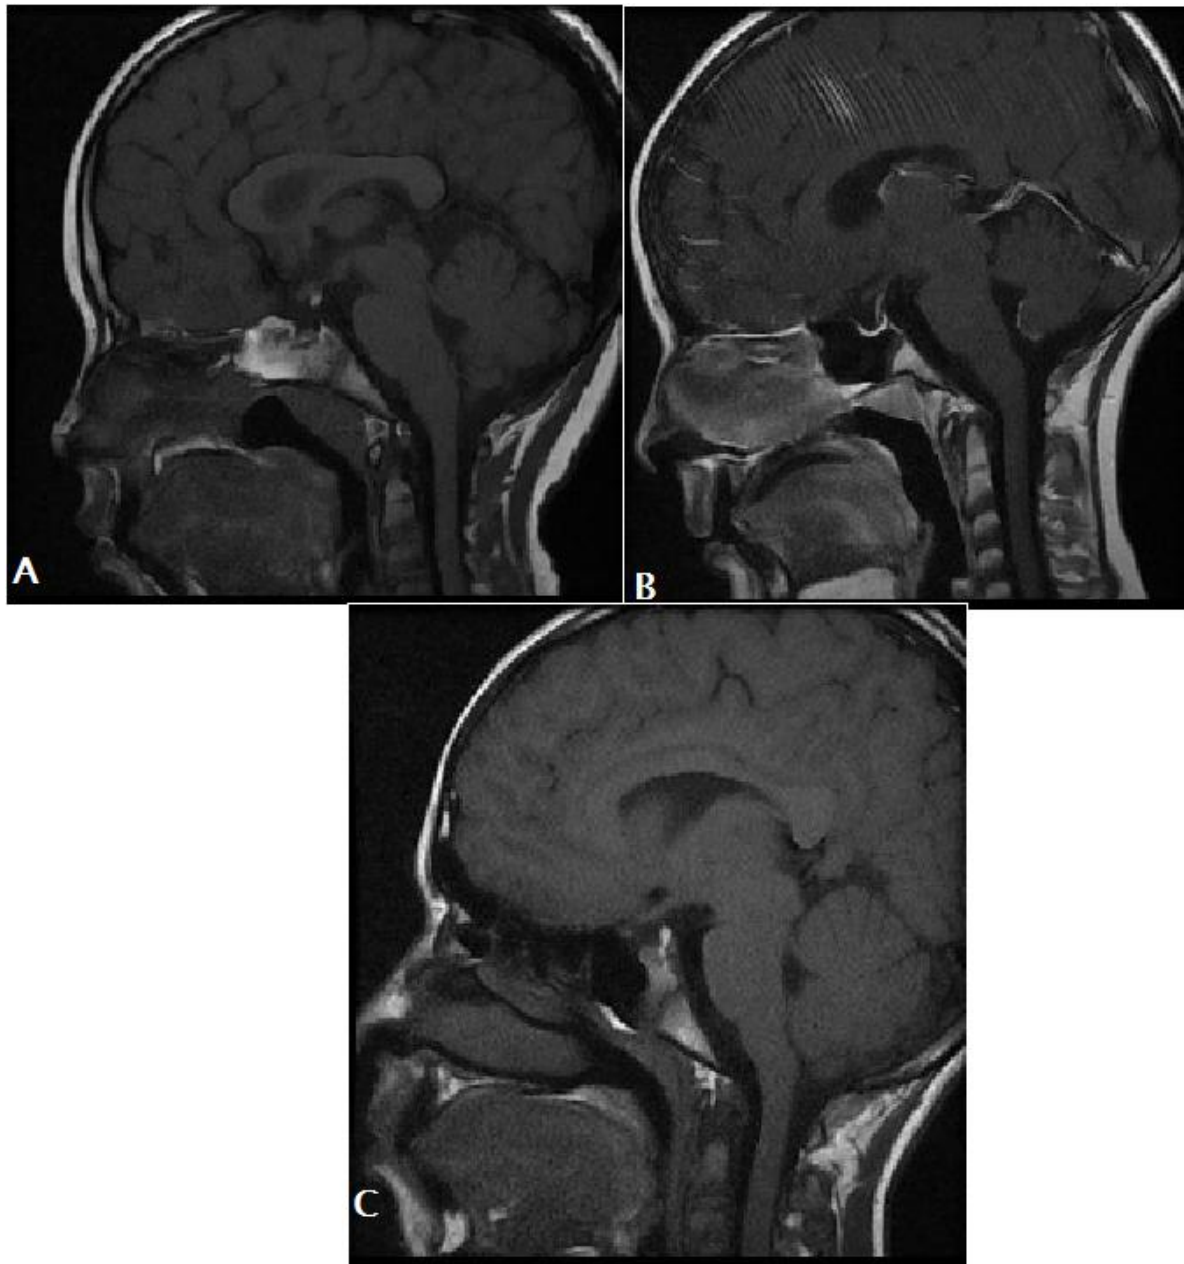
Coupes sagittales d'IRM de la région sellaie réalisées chez des patients DGH:
